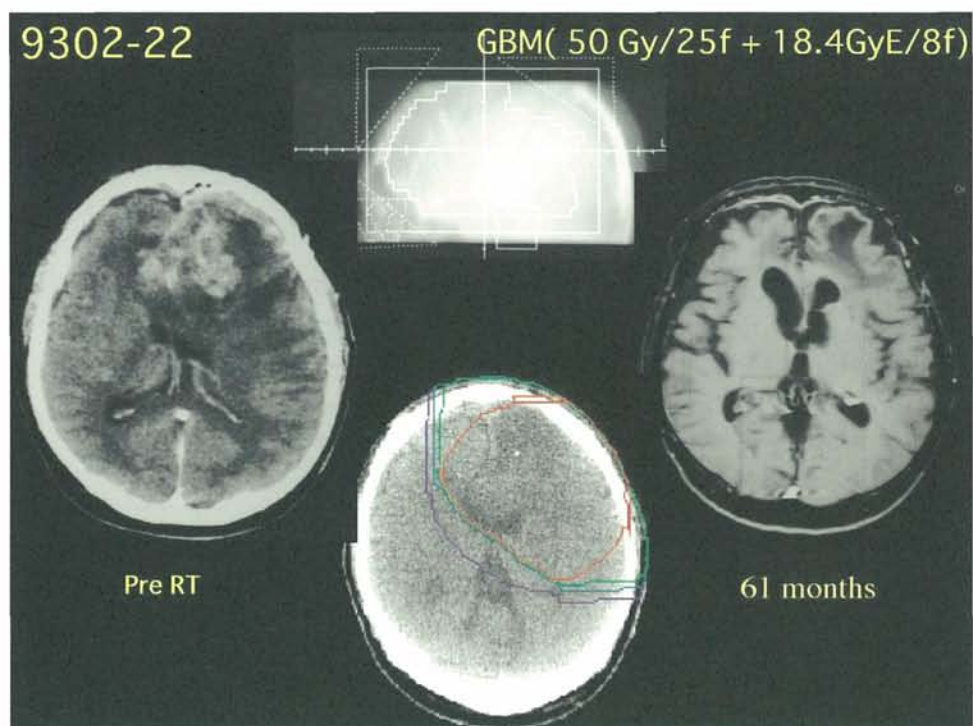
GBM例（X線 50 Gy/25 回/5 weeks + ACNU(100mg/m²)x2 コース + 炭素イオン線 18.4 GyE/8 回/2 週）
